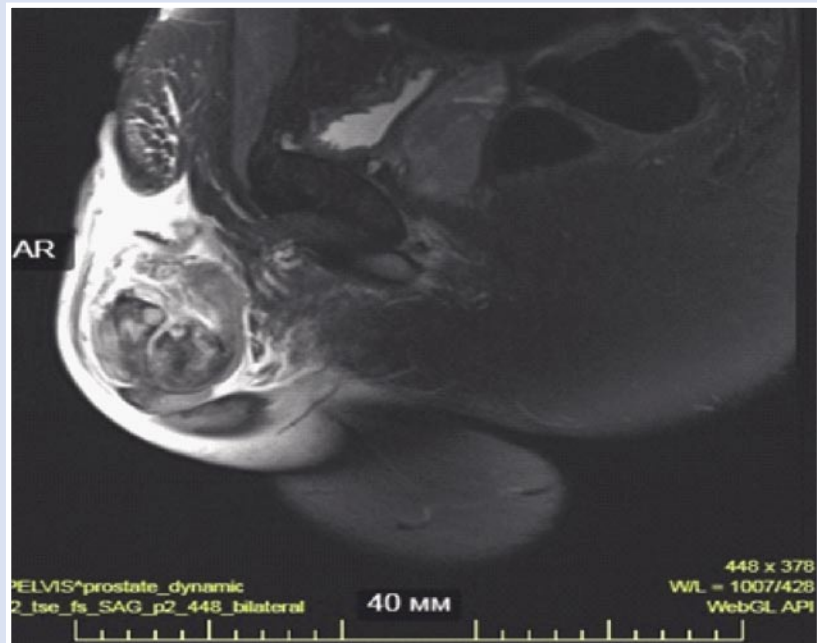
Магнитно — резонансная томография. Сагиттальный срез.
